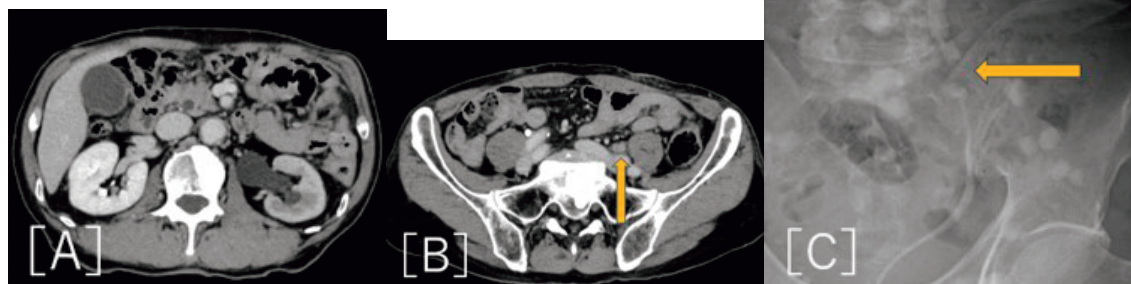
A, B: CT scanning revealed the left hydronephrosis and thickening of the left distal ureter (arrow). C: Retrograde pyelonephrography revealed stenosis of the left lower ureter (arrow).
